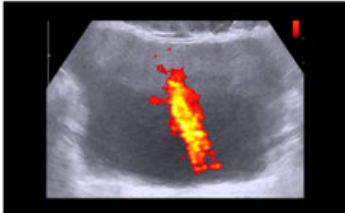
Left ureteral jet at power Doppler
